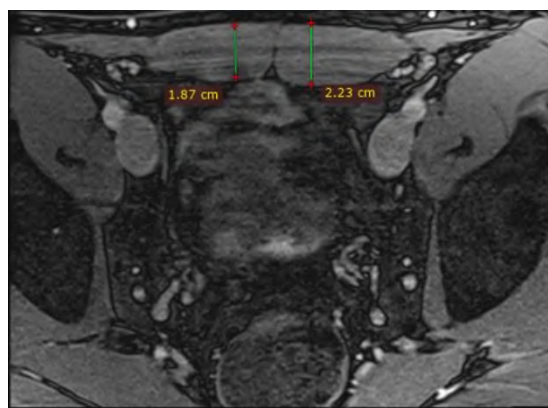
Різниця товщини черевців прямого м'язу живота праворуч та ліворуч на магнітно-резонансній томографії у професійного футболіста зі спортивною грижею. ( $p=0,01$ ).
